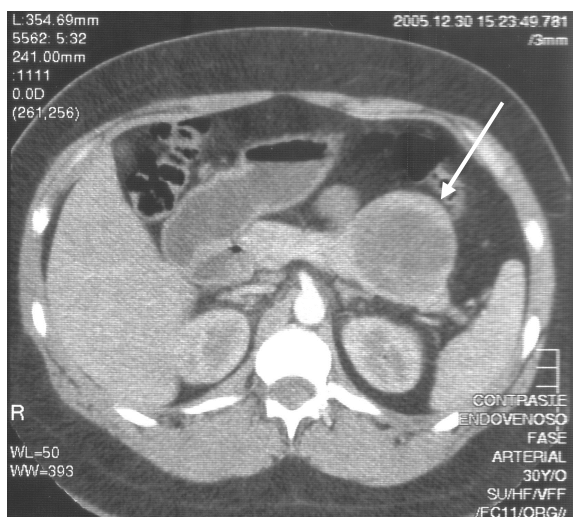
TC DA DOENTE PIVOT. Assinalada lesão pancreática, de contornos regulares, heterogénea com aproximadamente 6,5 cm de maior diâmetro
